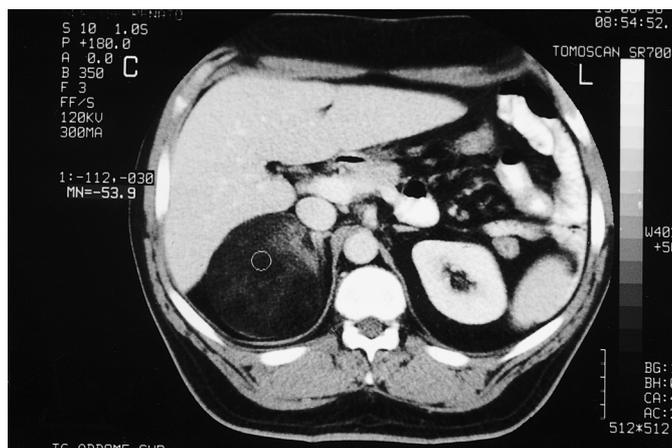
Scansione TAC della neoformazione surrenalica destra.
